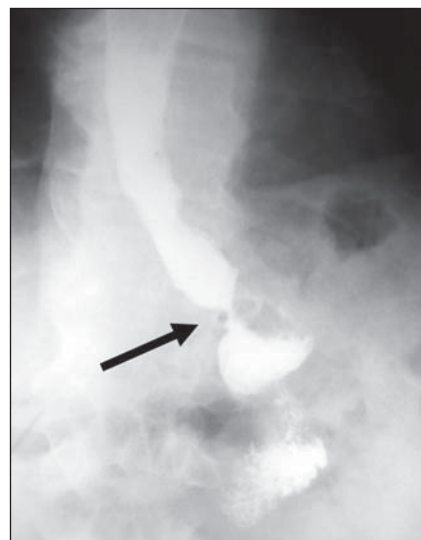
Radiografia com contraste em pósterio-anterior demonstrando com clareza a presença do anel (seta). A técnica radiológica empregada foi satisfatória.
